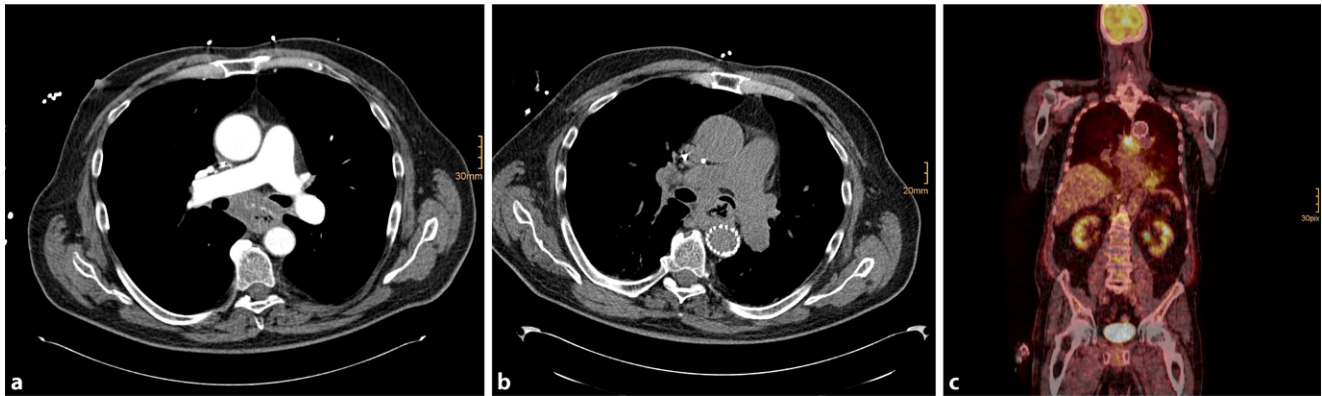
▲ Patient mit aortobronchoösophagealer Fistel bei lokal fortgeschrittenem Ösophaguskarzinom auf Höhe der Trachealbifurkation. Initiale Thorax-Angio-Computertomographie(CT) mit Kontrastmittelaustritt bei aortoösophagealer Fistel (a), Thorax-CT nach Aortenstent („thoracic endovascular aortic repair“) mit Fistel in den linken Hauptbronchus (b), Positronenemissionstomographie-CT mit Ösophaguskarzinom auf Höhe der Trachealbifurkation (c)
